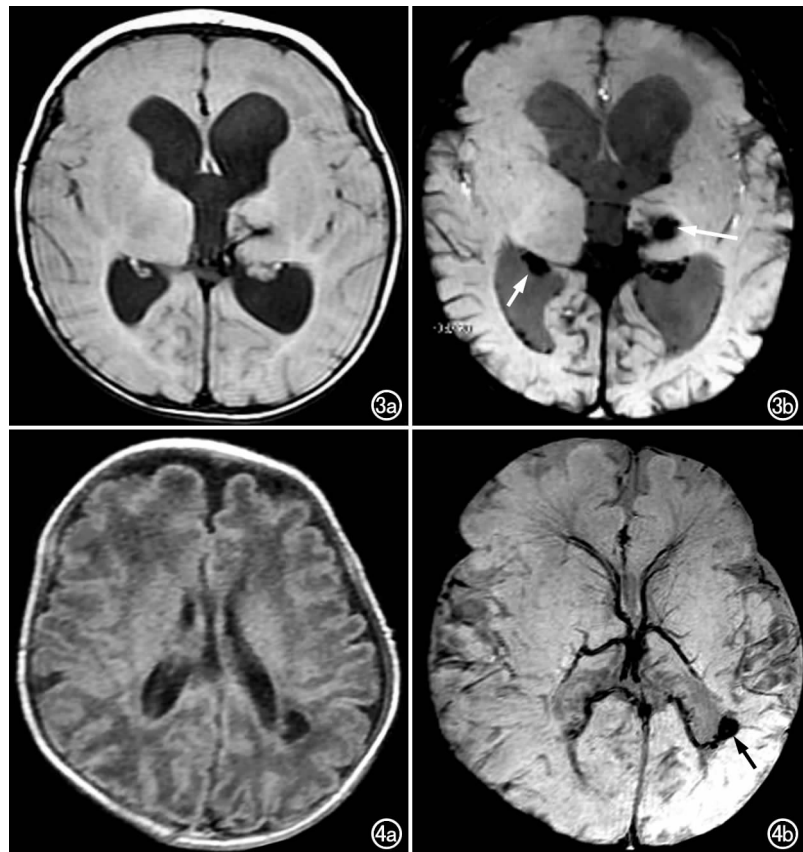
丘脑血肿,脉络丛及室管膜下出血。足月儿,出生后 48 天。a) T₂ FLAIR 示左侧丘脑片状低信号; b) SWI 示左侧丘脑斑片状低信号(长箭),双侧脉络丛低信号(短箭),双侧室管膜下低信号。图 4 PVL 伴出血。30⁺周早产儿, Apgar 评分 8 分—9 分—9 分,呼吸暂停,早产儿脑损伤,出生后 57 天。a) T₁ FLAIR 示左侧脑室后角旁白质丢失片状低信号; b) SWI 示左侧脑室旁白质囊变伴出血(箭)。
